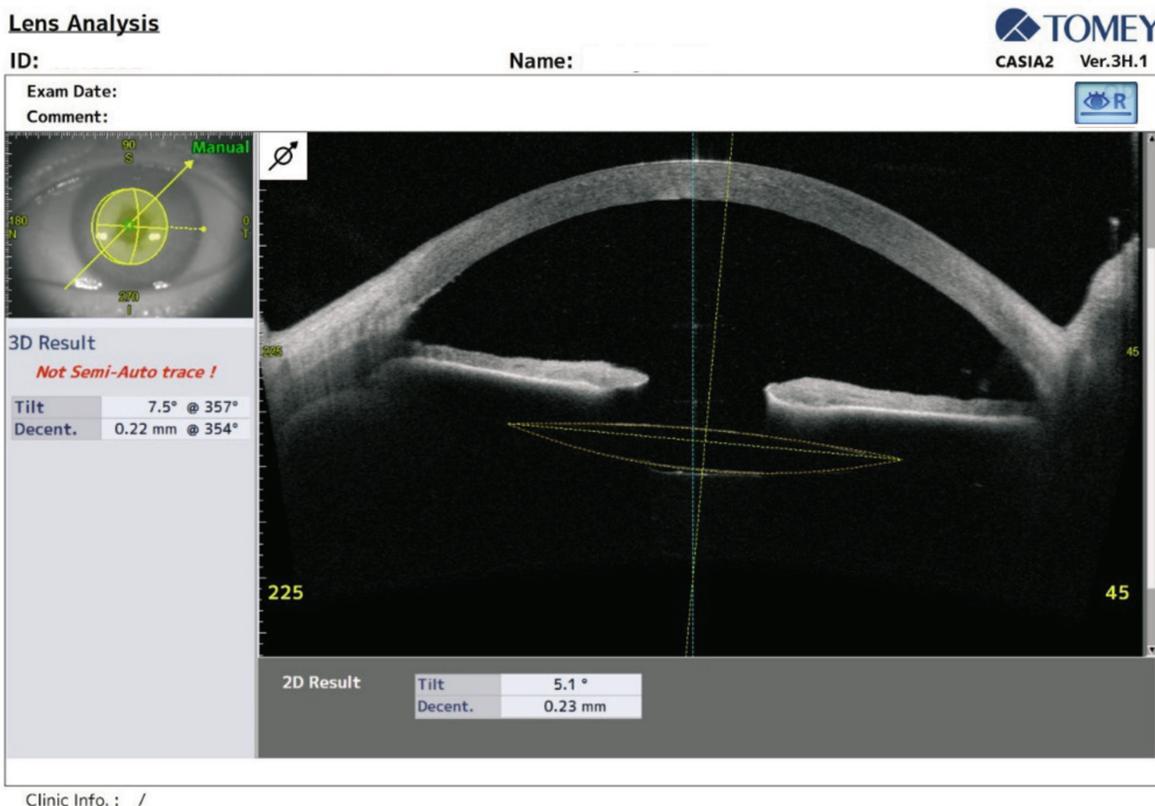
Оптическая когерентная томография переднего отрезка, оценка децентрации ИОЛ на 2-е сутки после операции
